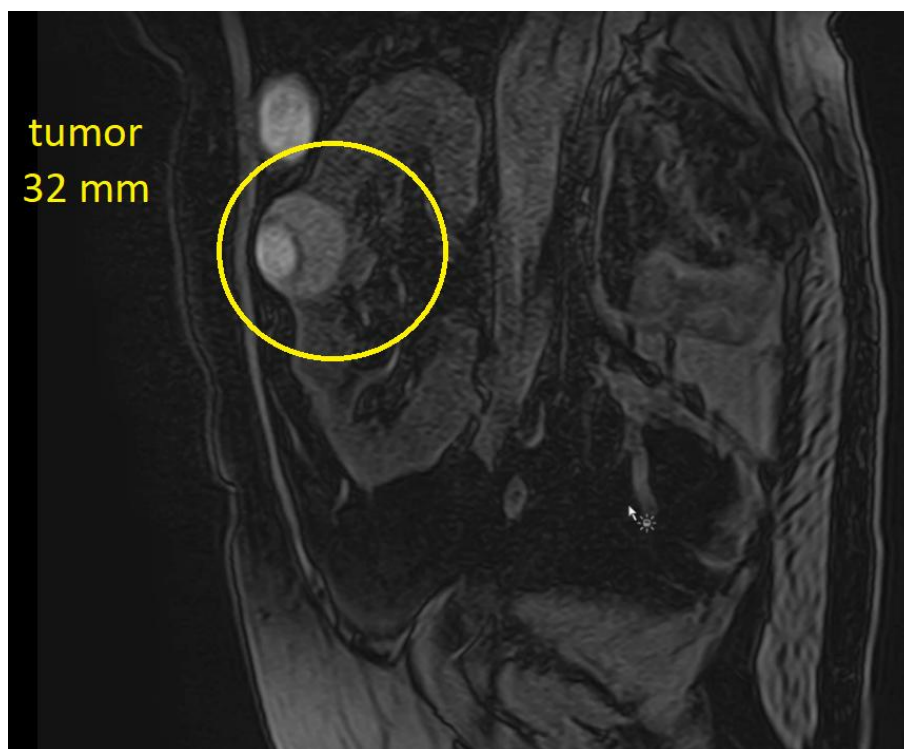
Магниторезонансная томография. Образование почечного трансплантата в среднем сегменте по «ребру» трансплантированной почки
